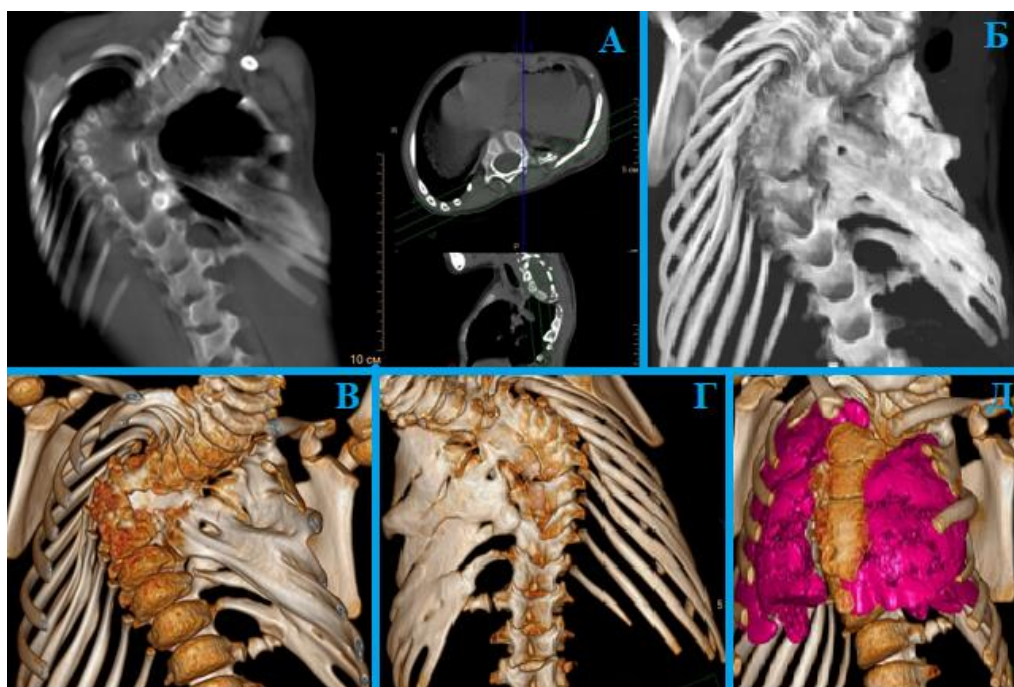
Пациентка С., 5 лет с диагнозом врожденный сколиоз, нарушение сегментации боковых поверхностей тел позвонков с субтотальным левосторонним реберным синостозом (заднебоковые участки). МСКТ шейного, грудного и
